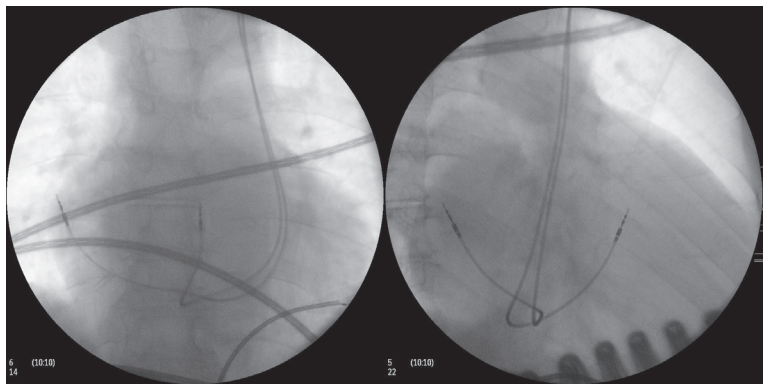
Рентгенограммы в левой косой (слева) и правой косой (справа) проекциях. Предсердный электрод фиксирован в свободную стенку правого предсердия. Желудочковый электрод фиксирован в верхнюю треть МЖП.
